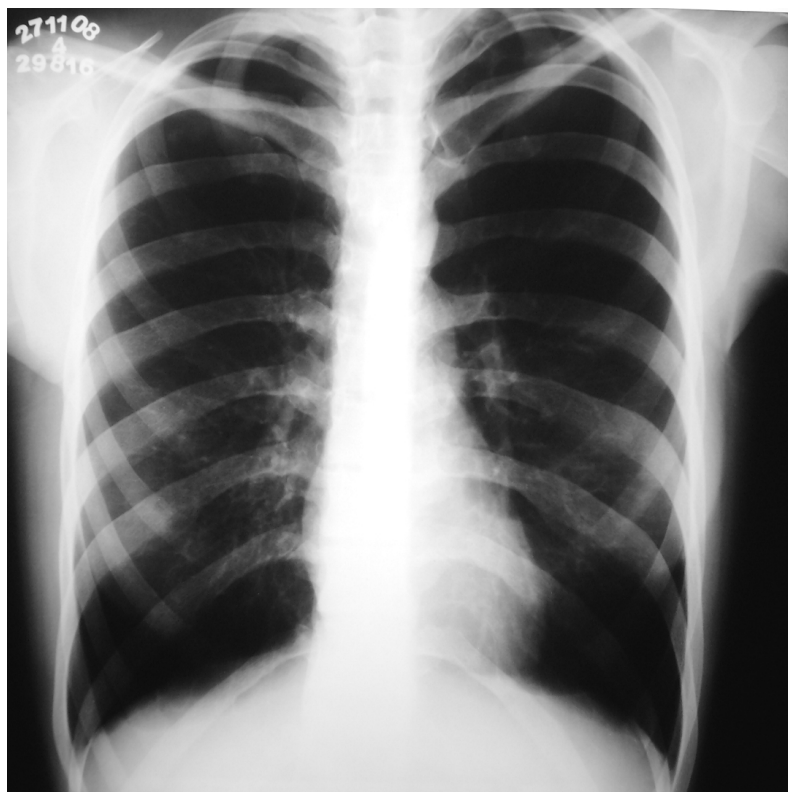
Radiografia do tórax em PA demonstrando sinais acentuados de hiperinsuflação pulmonar.
